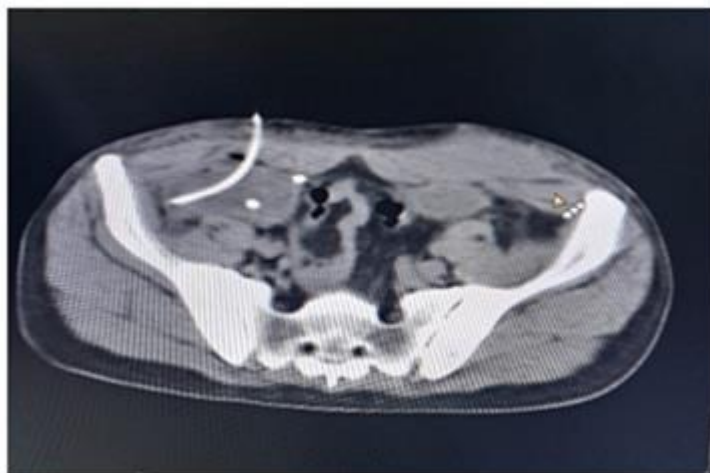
Drenaje percutáneo de colección perimalla guiado por tomografía computarizada.
